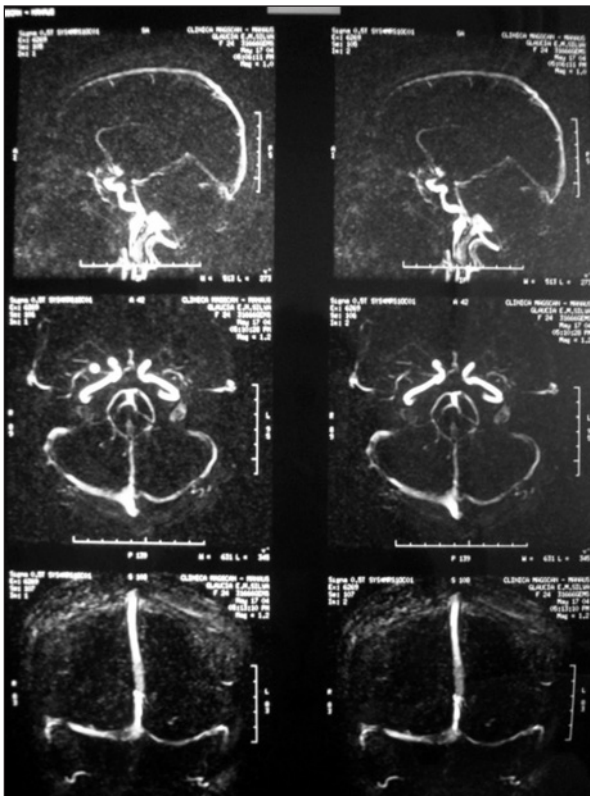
Angioressonância de crânio.
